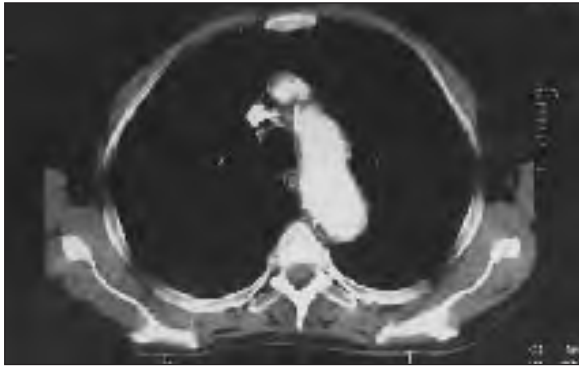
Tomografía Axial Computarizada que demuestra pequeño neumomediastino con gas ectópico rodeando la vena cava superior compatible con perforación esofágica.
